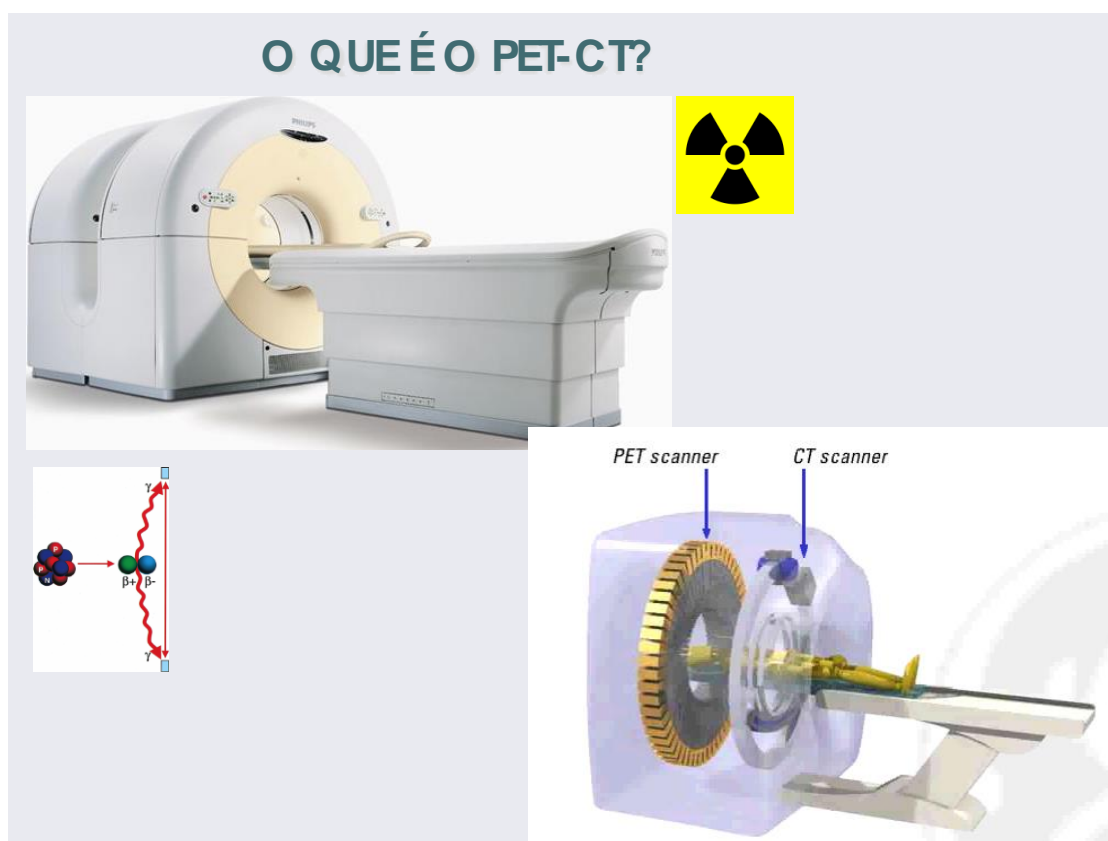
Aparelho de PET-CT
